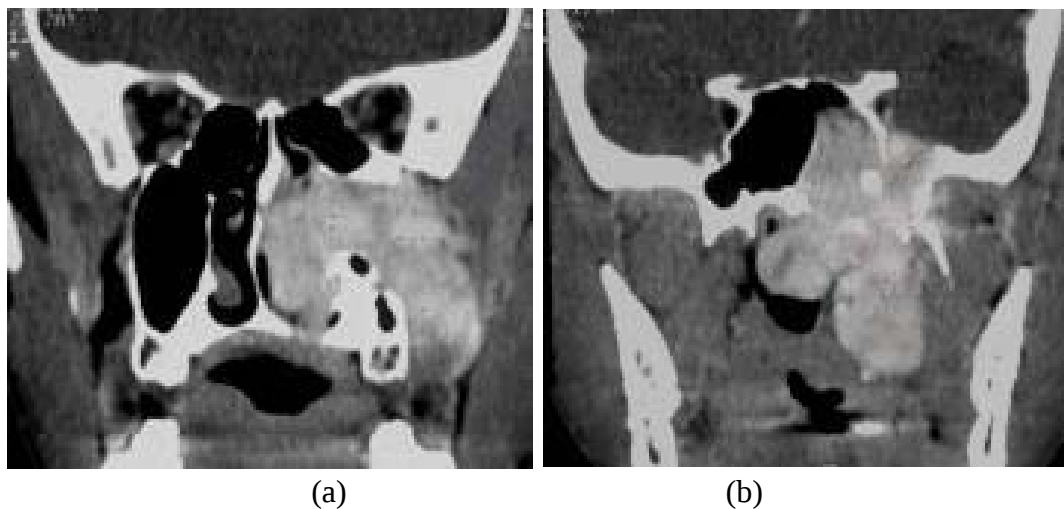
TDM en coupe coronale après injection du PDC montrant un FNP à extension latérale:
